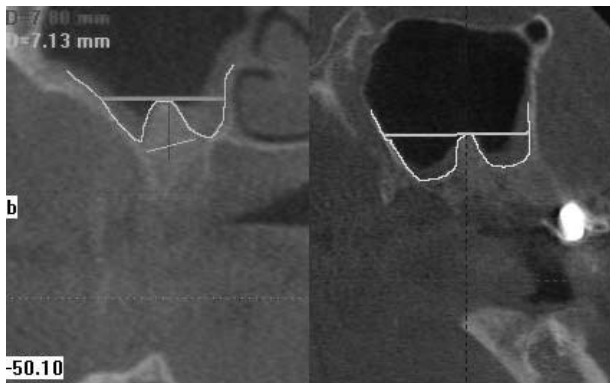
Фронтальный и сагиттальный срезы цифровой объемной томограммы той же пациентки. Контрастными линиями показаны объем имплантированного материала и необходимый объем заполнения синуса
